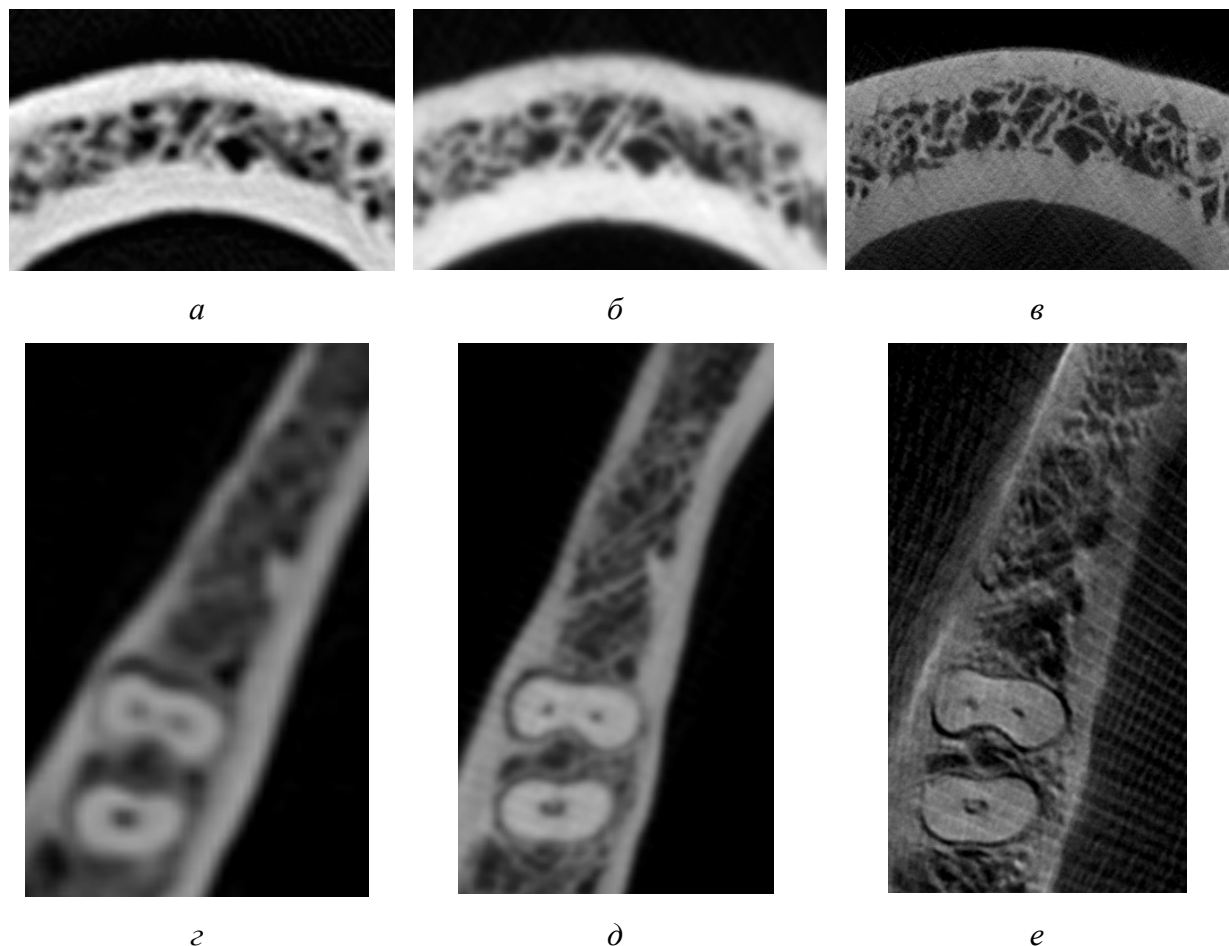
Фрагменты изображений мультипланарных реконструкций нижней челюсти, в аксиальной плоскости: *а, г* – МСК-томограммы. *б, д* – КЛК-томограммы. *в, е* – микроКЛК-томограммы. На микроКЛК-томограммах видны микроскопические костные балки и содержимое корневого канала сохранившегося зуба, не заметные на МСК-томограммах и КЛК-томограммах
